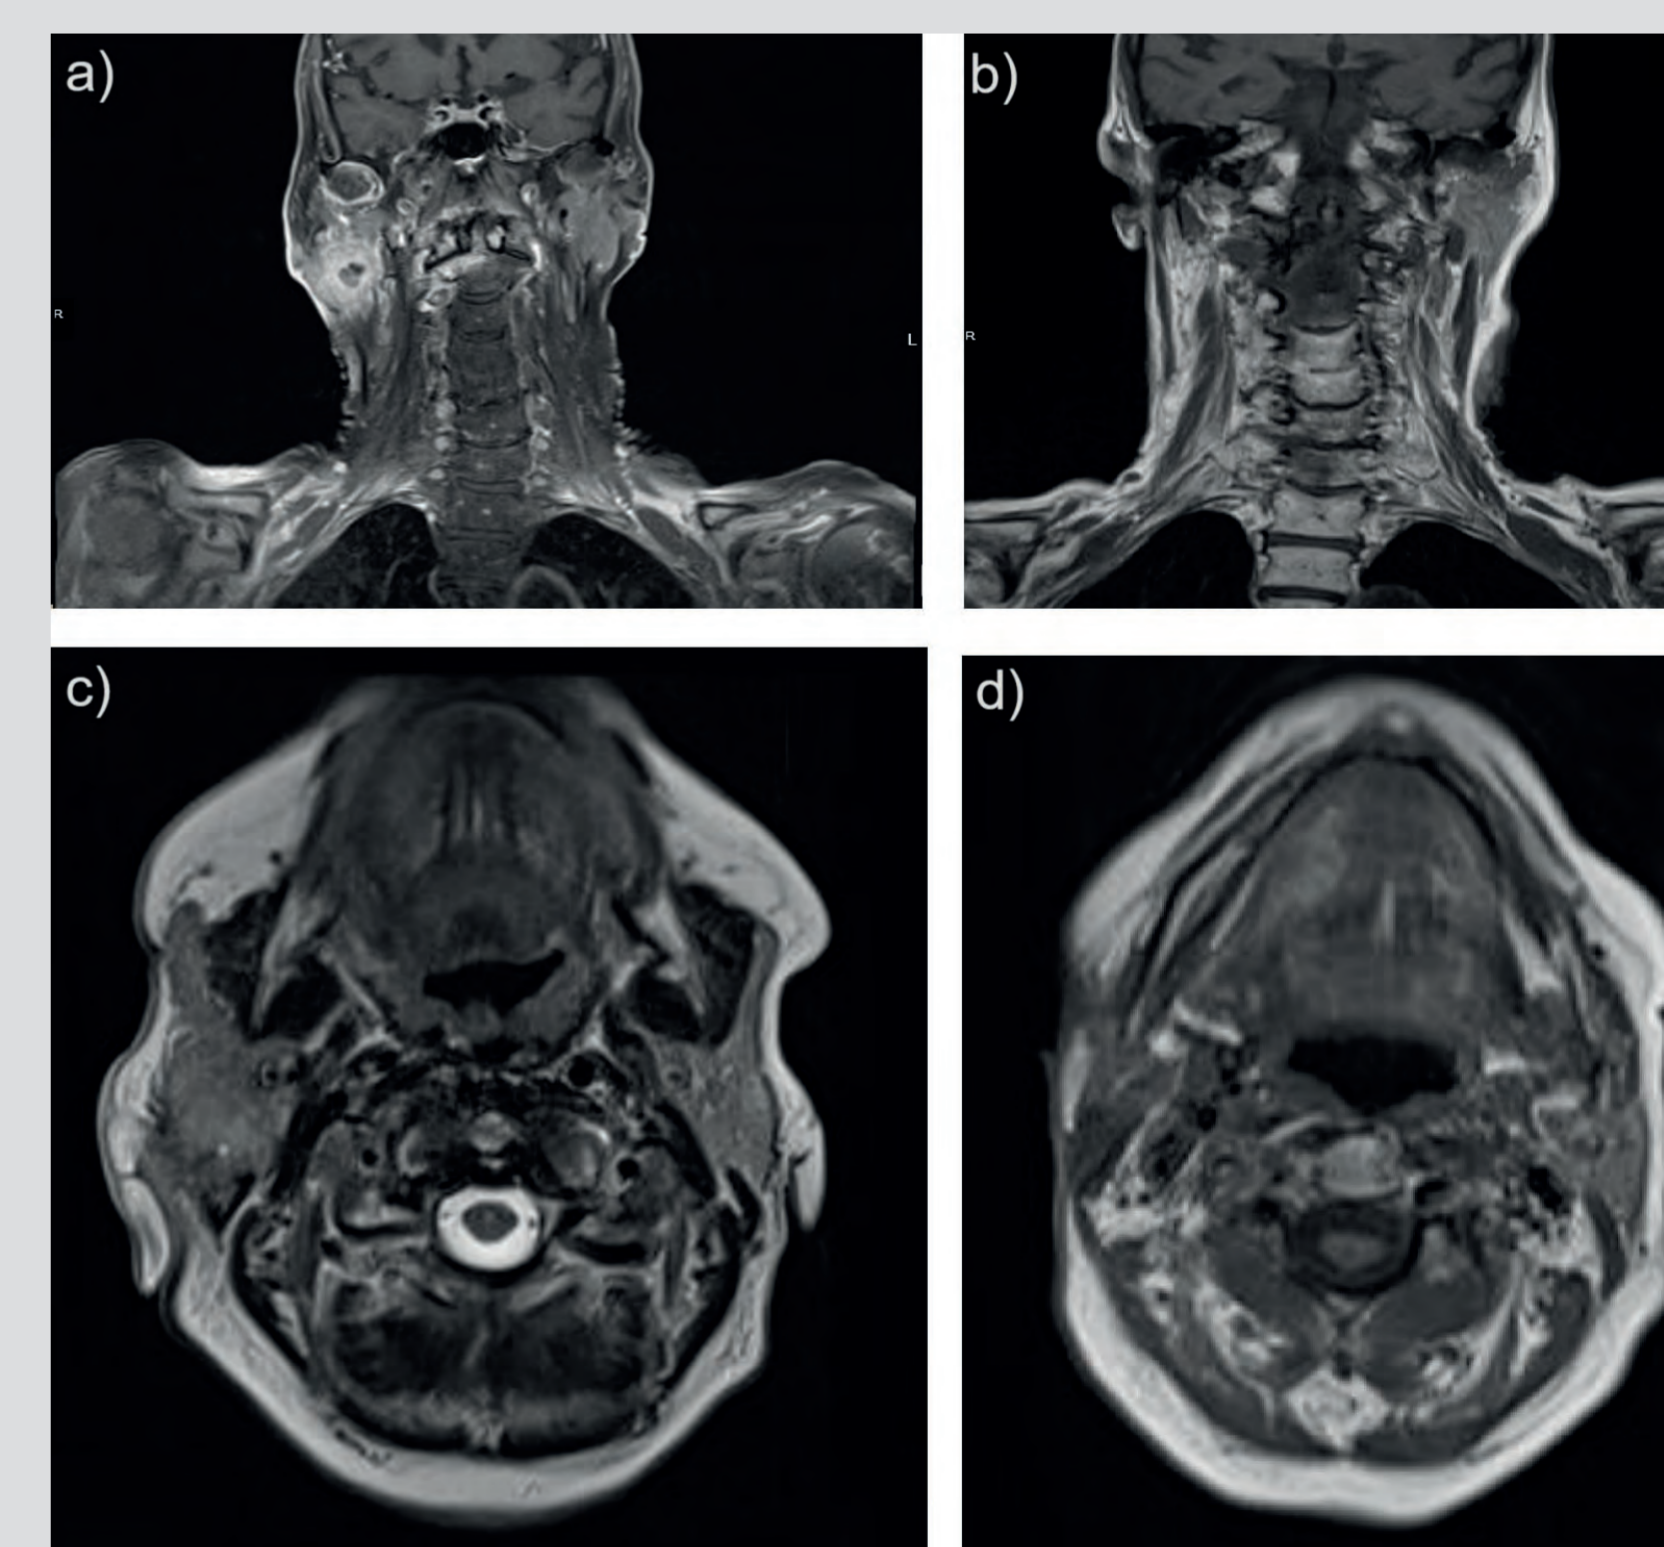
Radiologisches Ansprechen (a-d) auf die Strahlentherapie und 4 Infusionen mit Cemiplimab; a und c) MRT vor Beginn der Strahlentherapie und Cemiplimab, (c und d) MRT 12 Wochen nach Beginn der Immuntherapie (Strahlentherapie und 4 Infusionen von Cemiplimab).
